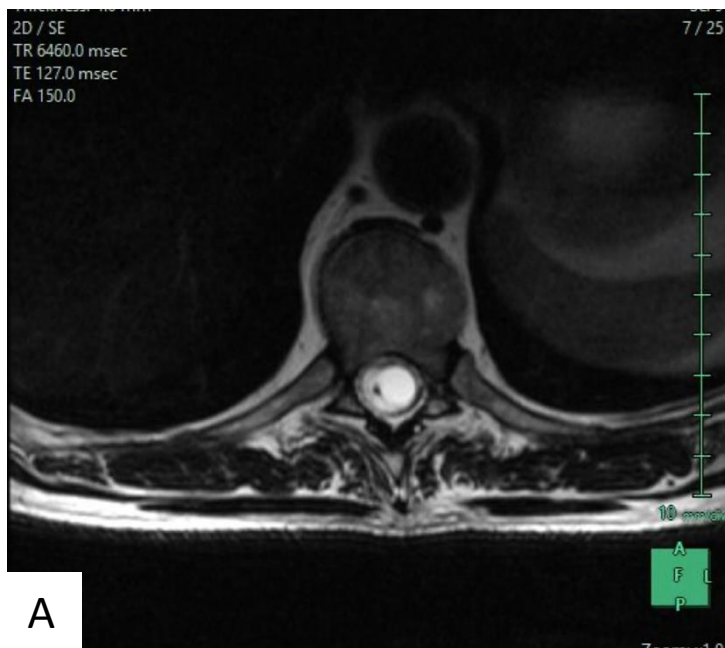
RM médula dorsolumbar. En la imagen A (corte axial T2) se aprecia una lesión hiperintensa bien definida que, en la imagen B (corte sagital STIR), se correlaciona con una lesión de gran tamaño que afecta a múltiples niveles medulares, asociando cambios quísticos y un ribete periférico hipodenso, compatible con restos de sangrado intralesional, formando el “signo de la caperuza”. En la imagen C (corte sagital T1 con gadolinio) se observa un realce parchado de la lesión. Estos hallazgos son compatibles con el diagnóstico de ependimoma intramedular.
